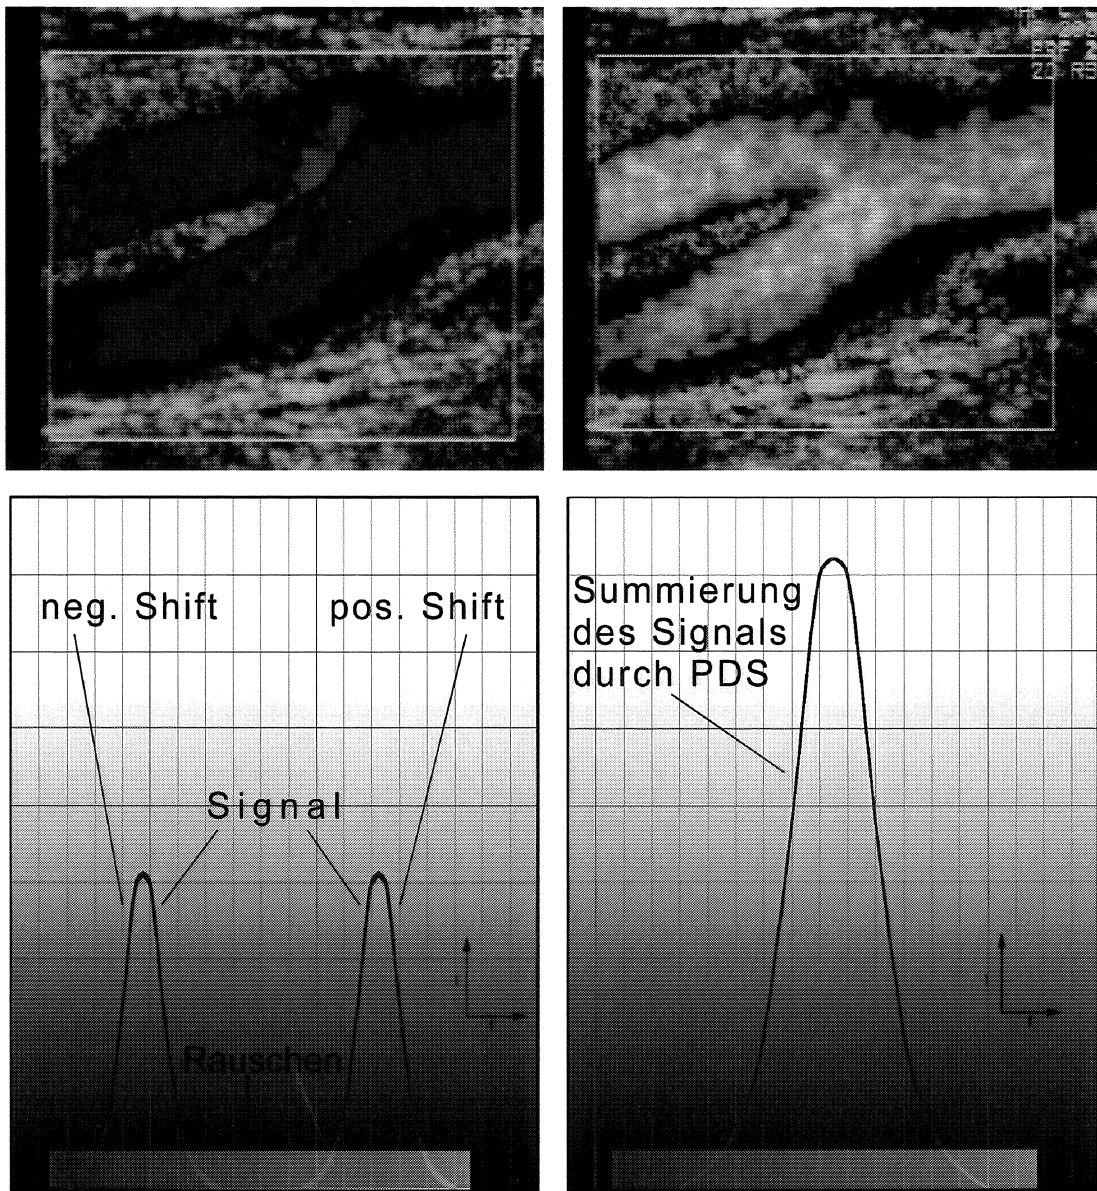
Vergleichende Darstellung von Bild und Prinzip der Farb-Doppler-Sonographie (li.) und der Power-Doppler-Sonographie (re.).
